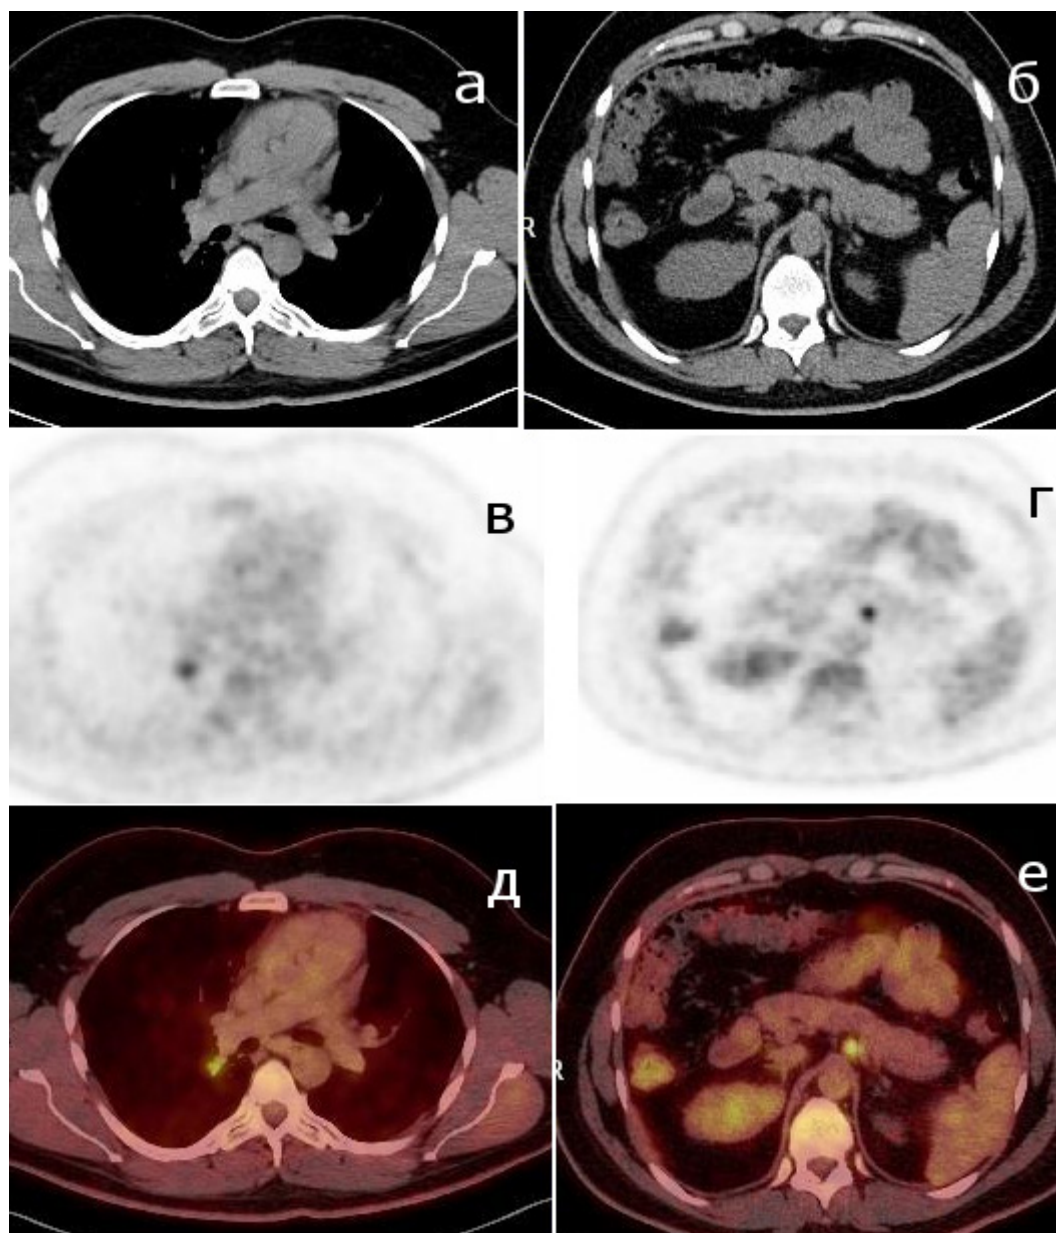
Появление новых очагов в прикорневых отделах правого лёгкого и в забрюшинном лимфатическом узле через 12 мес после начала лечения: КТ (а, б); ПЭТ (в, г); ПЭТ/КТ (д, е) в аксиальной проекции
